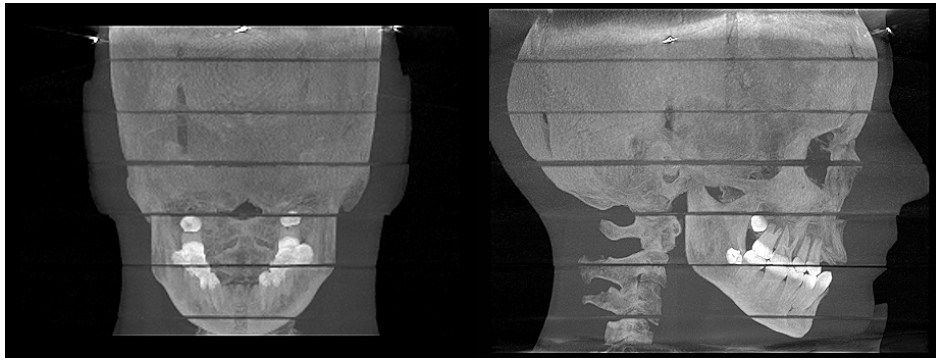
3D eXam-Röntgenaufnahme des Phantomkopfes in der Frontal- und Lateralansicht mit der Volumengröße 23 x 17 cm bei 0,4 mm Voxelgröße.
